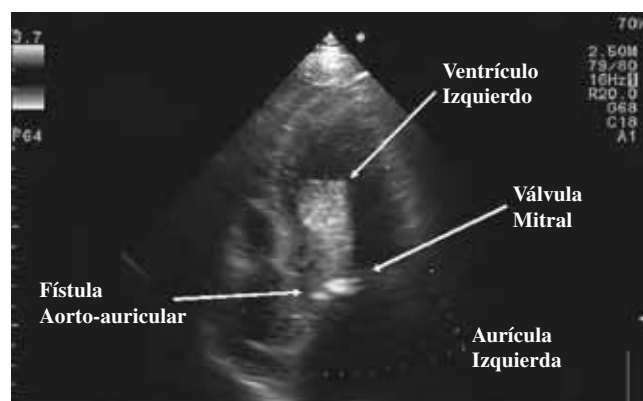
Ecografía transtorácica.
